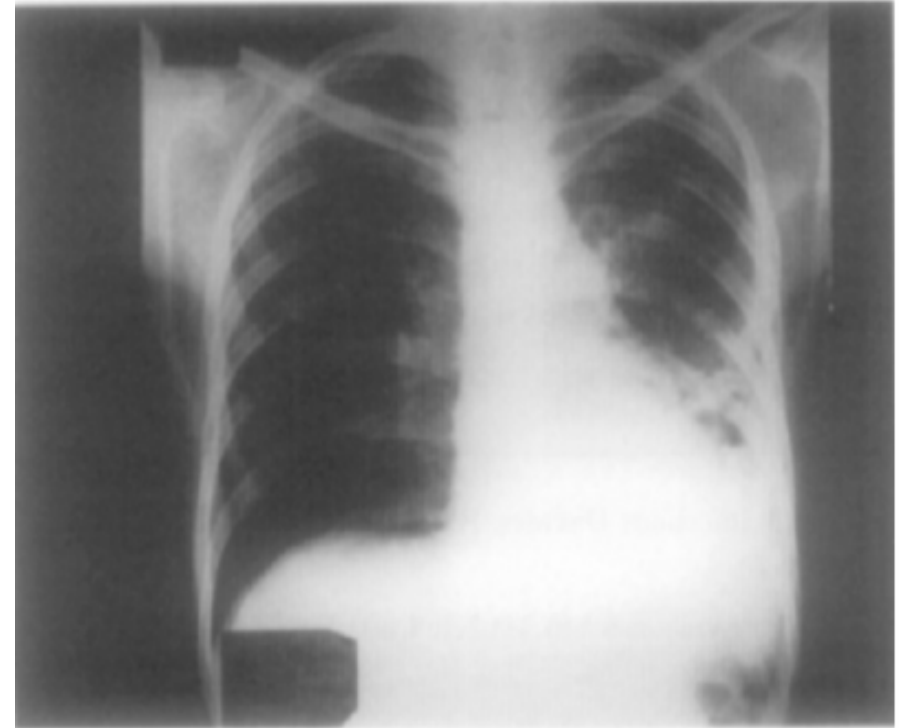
Chest radiograph showing acute pneumonia with abscess and cavity, due to *N. asteroides*.
